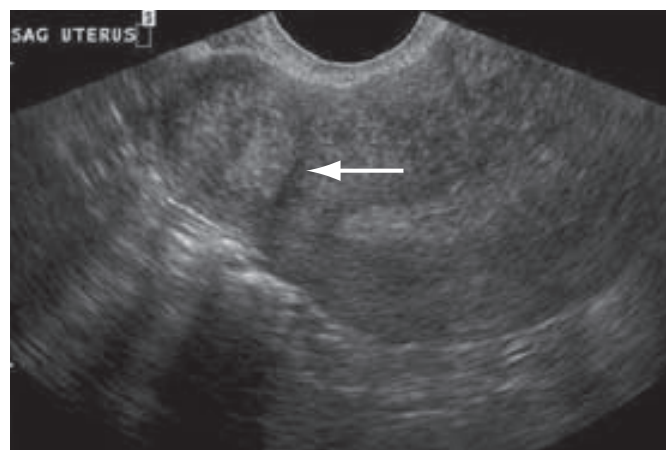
Ecografía transvaginal de un leiomioma subseroso del fondo uterino (flecha). (Cortesía de la Dra. Elysia Moschos.)
